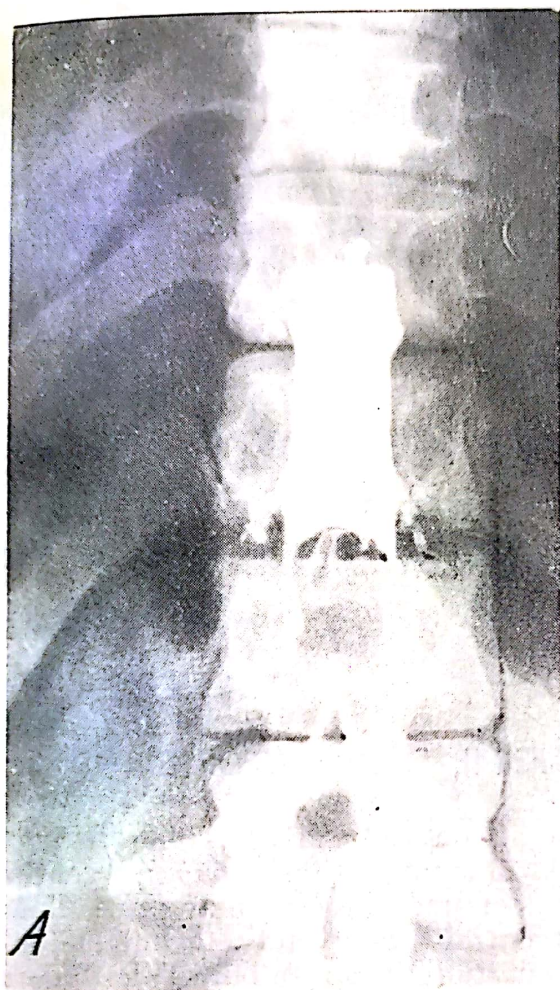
A, B. — Mielografie opacă. A — stop total al substanței de contrast, în formă de „dom” în dreptul discului $T_{12}-L_1$ (meningiom). B — stop parțial al substanței de contrast în migrarea caudocranială, cu surprinderea pe imaginea radiografică, în regiunea toracală inferioară, a unor amprente vasculare importante, produse de o malformație vasculară medulară (angiom).
